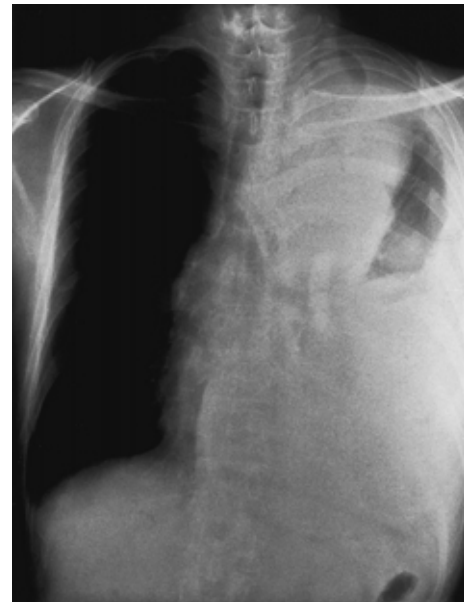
A chest X-ray film on admission showed a mass in the left anterior mediastium with pleural effusion.
